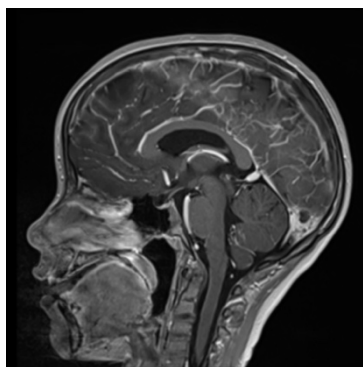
RM Sagital trombosis SSS
